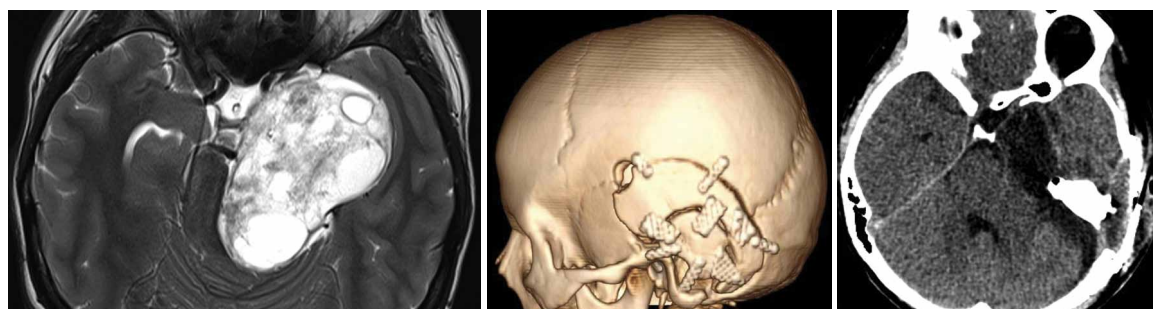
Гигантская ТШ, тип МР по S. K. Jeong, выполнен комбинированный пресигмовидный подвисочный доступ, МСКТ с контрастным усилением (1 сут. после операции), тотальное удаление опухоли
